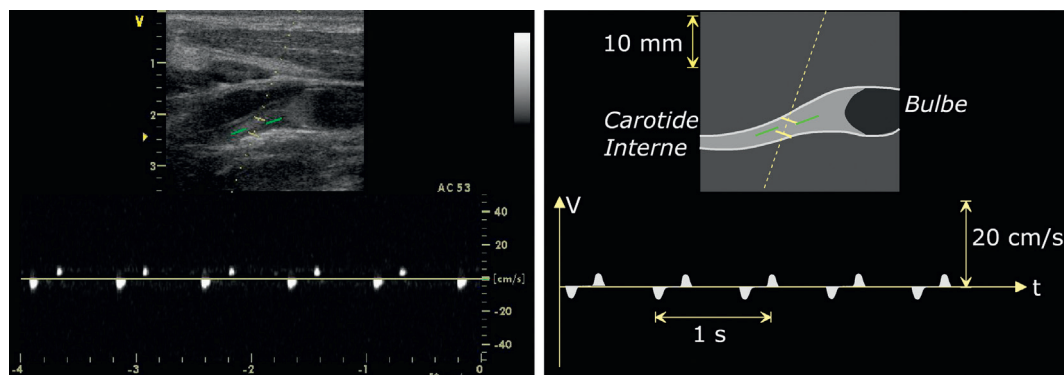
Coupe échographique longitudinale montrant l'obstruction totale de la lumière de la carotide interne par un matériel iso-échogène. Noter, d'une part, l'absence de lésion athéromateuse visible, d'autre part le signal Doppler se limitant à un bref impact systolique traduisant la butée de l'onde artérielle sur la thrombose récente.
